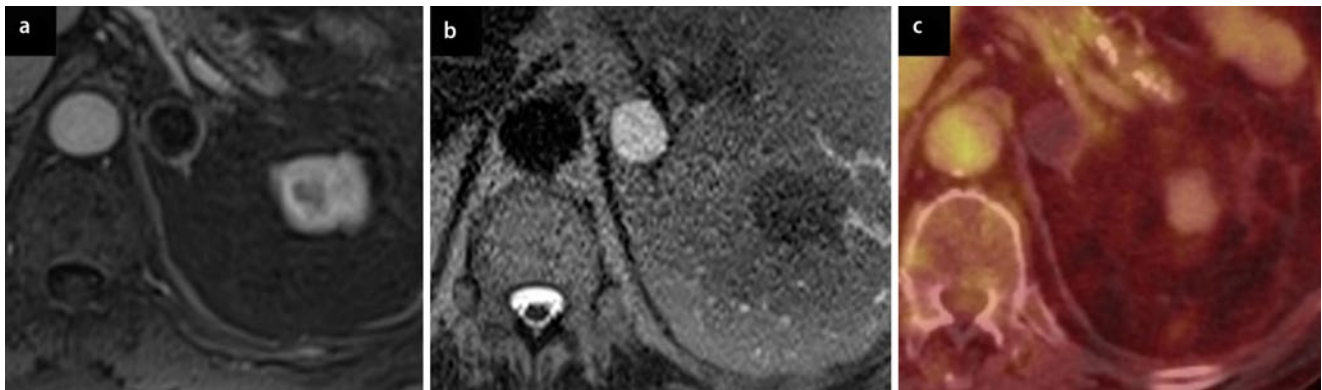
▲ 79-jähriger Patient mit Lungenkarzinom. In der kontrastmittelverstärkten MRT-Untersuchung (a T1w-Gradientenecho-Sequenz) ist im Randbereich der Raumforderung ein dünner, kontrastmittelaufnehmender Saum nachweisbar. In der T2w-Sequenz (b) zeigt sich ein hyperintenses Signal. In einer PET-CT-Untersuchung nach 6 Monaten (c) ist die Raumforderung größenkonstant und nicht vermehrt stoffwechselaktiv. PET Positronenemissionstomographie
